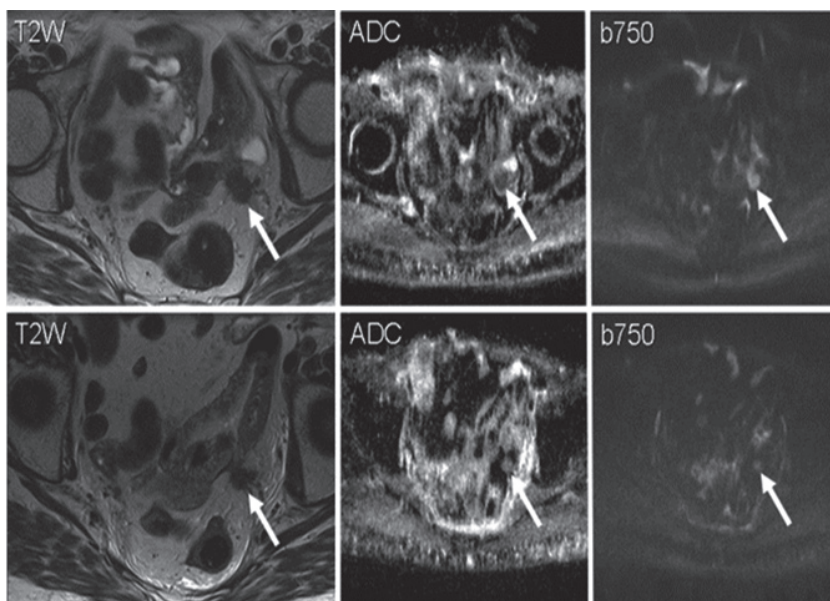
Диффузионно-взвешенная МРТ используется при мониторинге реакции на лечение.
